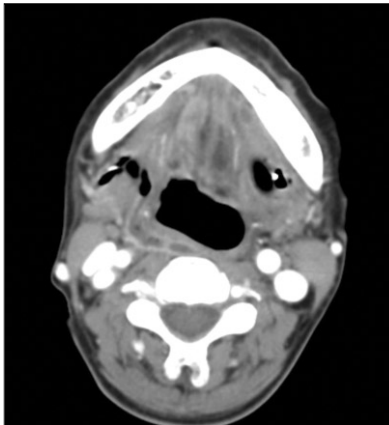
Axial view of CT shows that pus formations was almost decreased in submental, submandibular space.
